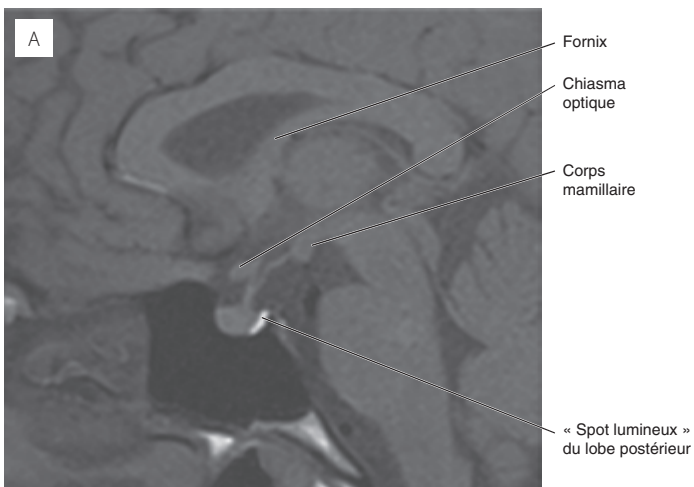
IRM, coupe sagittale, pondération T1. Glande pituitaire : (A) pré, (B) post contraste.
